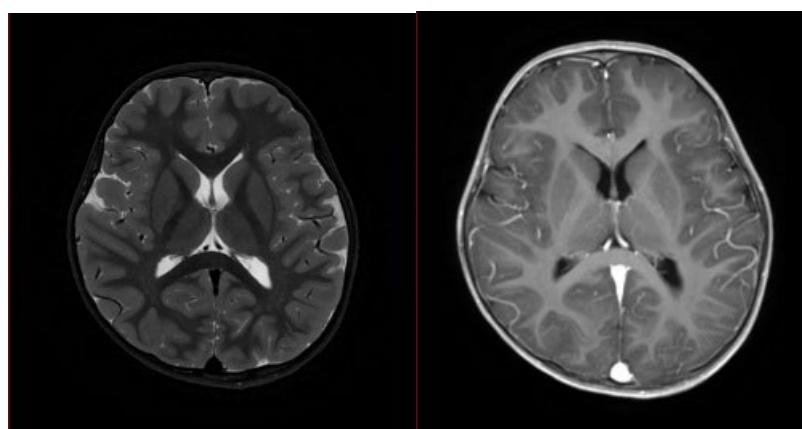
Cranial MRI T1WI (left) and T2WI (right) imaging
